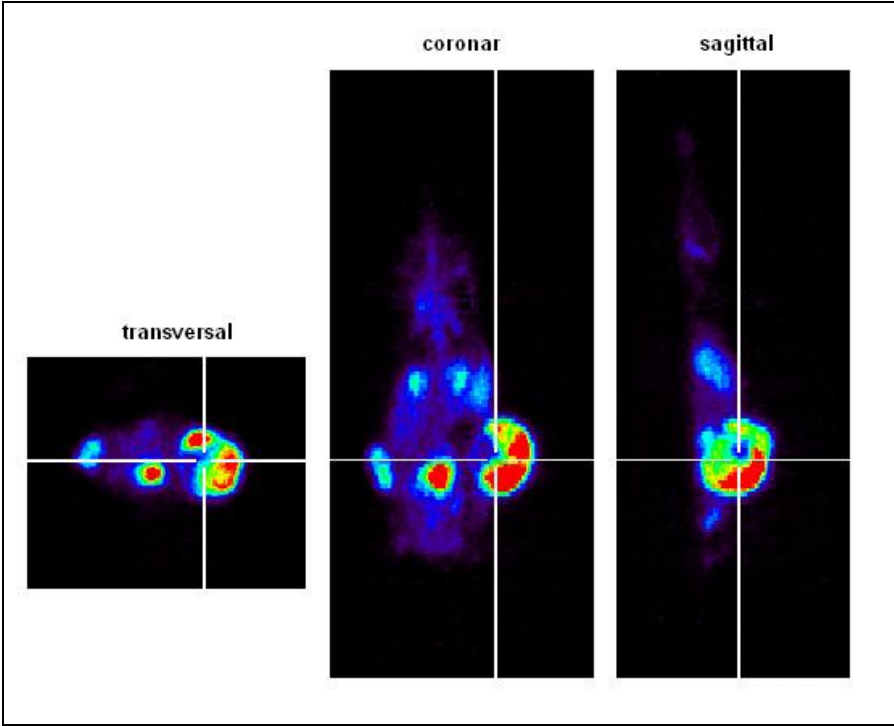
Molekulare Bildgebung (Glukosemetabolismus) mittels FDG-PET
